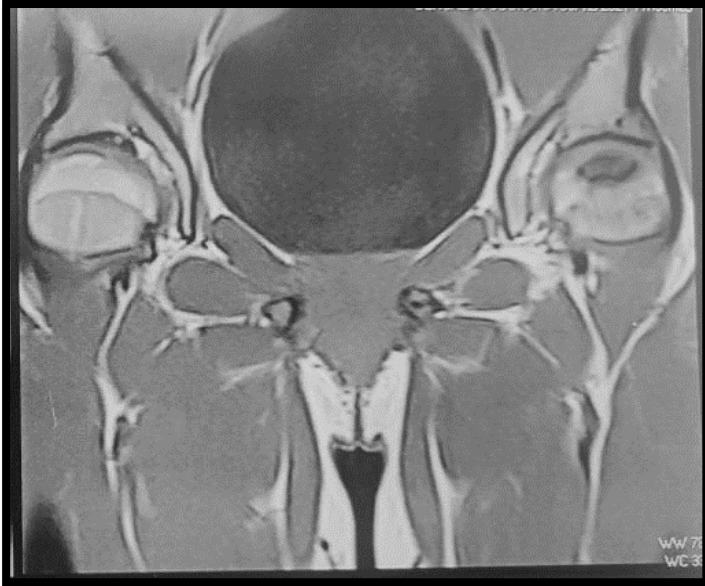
IRM préopératoire des hanches, séquence T1 coronale avec lésion d'ONATF G stade III de l'ARCO.
